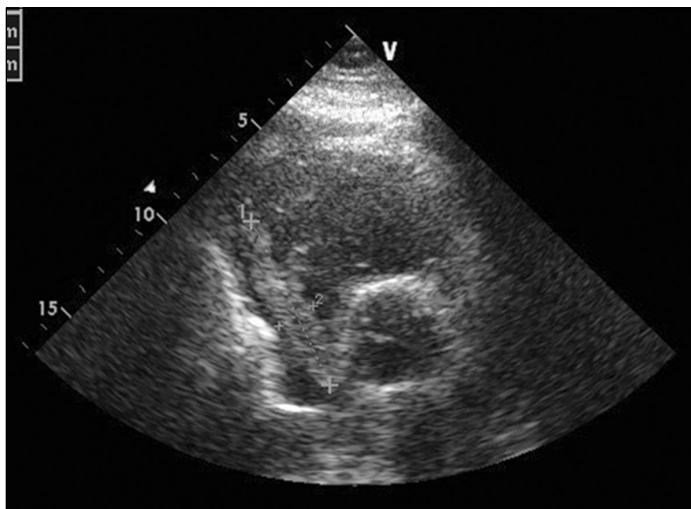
Ecocardiograma transtorácico. A nivel de ambas aurículas se observa masa alargada, hiperecogénica, compatible con trombo en tránsito a través del foramen oval permeable.
